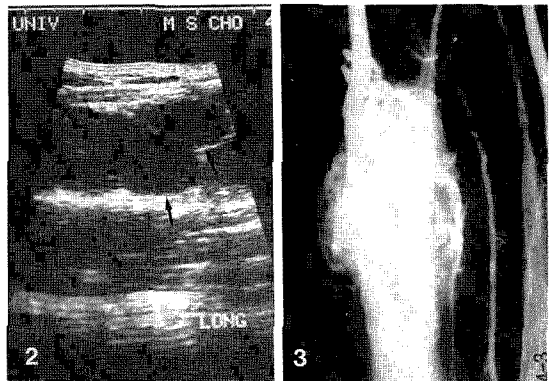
longitudinal ultrasound section shows a 3.5cm × 3cm × 2.5cm sized, lobulated mass suggesting its benign character.
